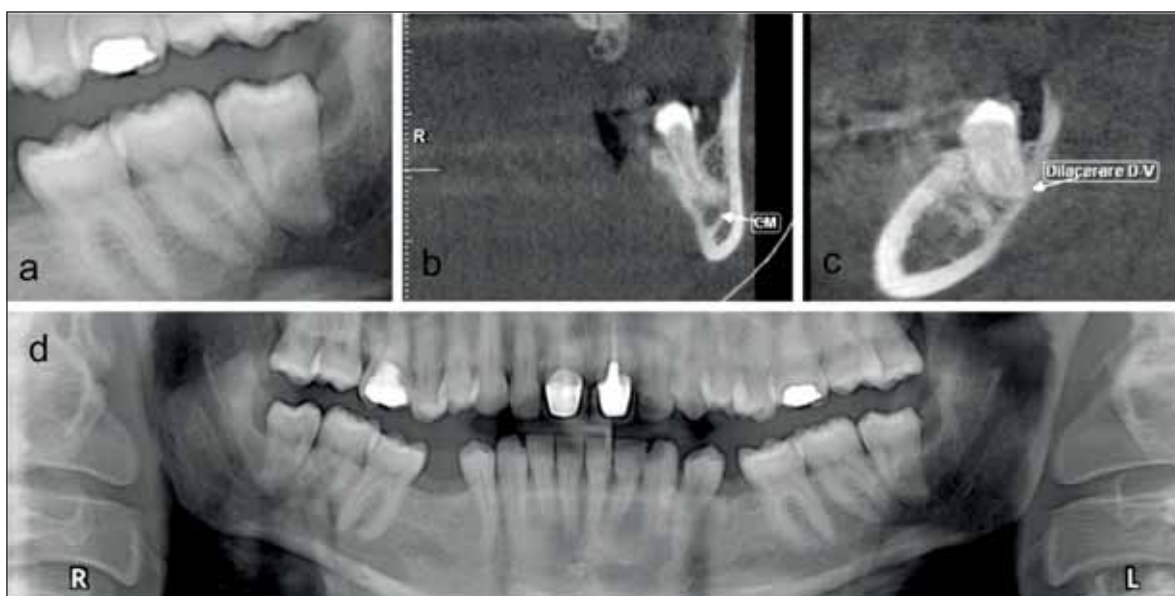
Cazul nr. 16. OPG (d) unde 38 (a) pare a avea două rădăcini, mezială și distală, fuzionate. La examinarea CBCT, în achiziția coronală (b), se observă dilacerarea apexurilor în sens O-V și poziția foarte apropiată a canalului mandibular (CM v. săgeata). Și în achiziția sagitală (c) se observă dilacerarea, dar în sens D-V, detaliu morfologic confirmat de piesa extrasă.
